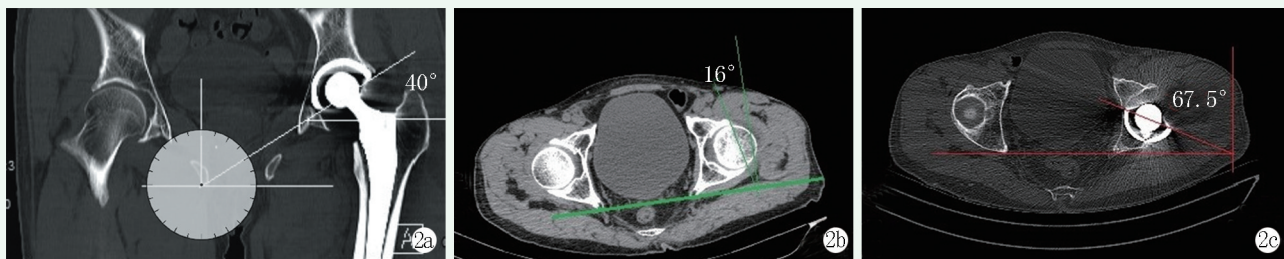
全髋置换术后CT片评估 2a: 冠状位片测量评估髋臼外展角 2b: 术前正常髋臼前倾角度 2c: 安放髋臼假体后, 前倾角度大大增加
